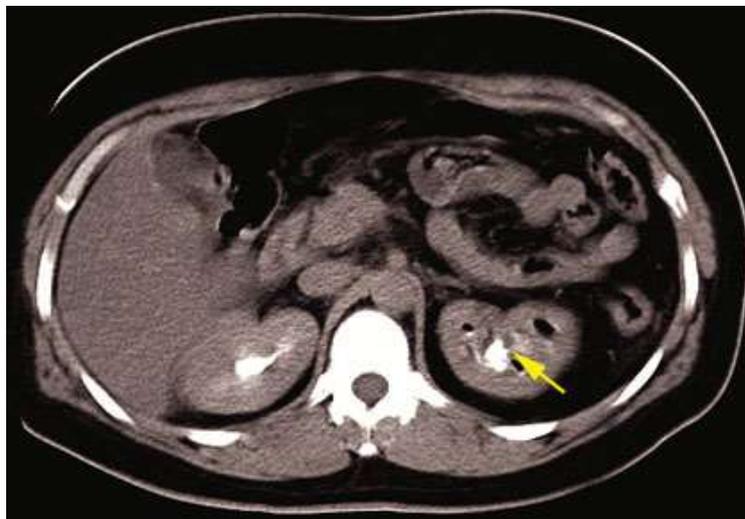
TAC Contrastada inicial. Imágenes hipodensas en proyección de cavidades renales con densidad aire.
